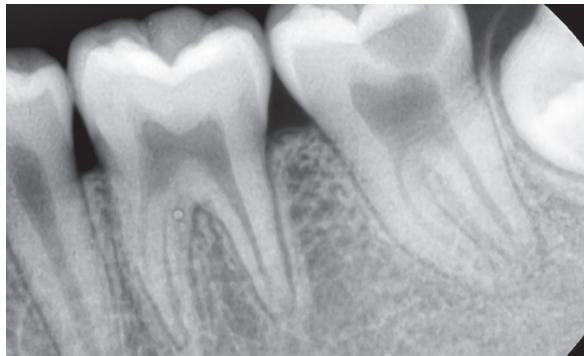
#37의 치근단 방사선사진 상의 모습. 치수까지 침범된 치아우식증이 관찰되며, 후방에 #38도 관찰된다.
